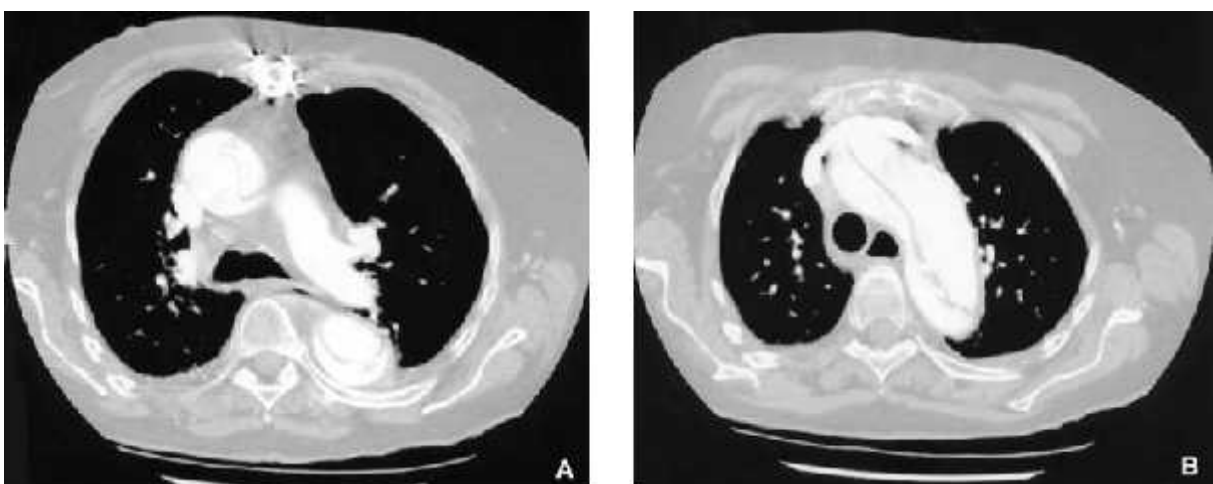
CT- scann d'une dissection type A : la membrane intimale est bien visible dans la racine de l'aorte et la crosse aortique
